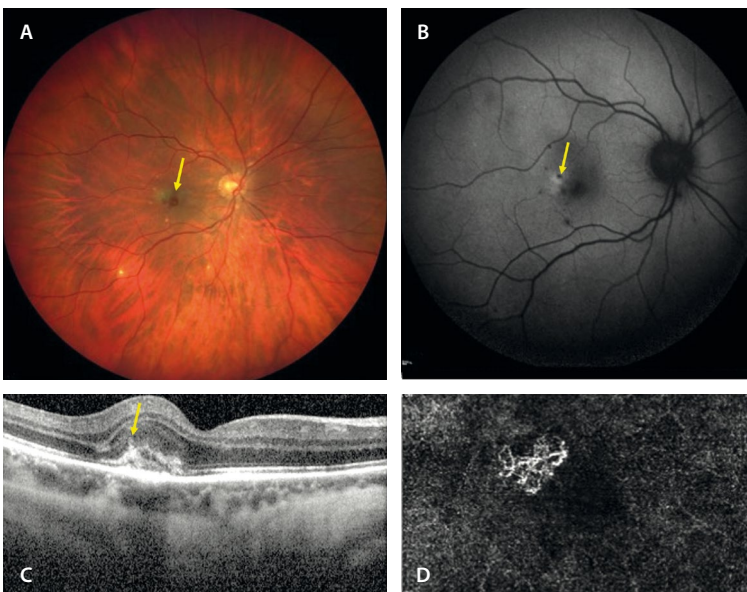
Mujer de 33 años con coroiditis punteada interna. A) La retinografía muestra lesiones blanco-amarillentas típicas de coroiditis punteada interna y una lesión más grisácea perifoveal (flecha amarilla). B) La autofluorescencia revela lesiones hipoautofluorescentes y una lesión hipoautofluorescente con halo hiperautofluorescente, que en la tomografía de coherencia óptica (C) se corresponde con una membrana neovascular tipo 2 (signo del tenedor o *pitchfork*, típico de las membranas inflamatorias). D) Imagen *en face* de la angiografía por tomografía de coherencia óptica de la lesión que muestra un ovillo neovascular.
